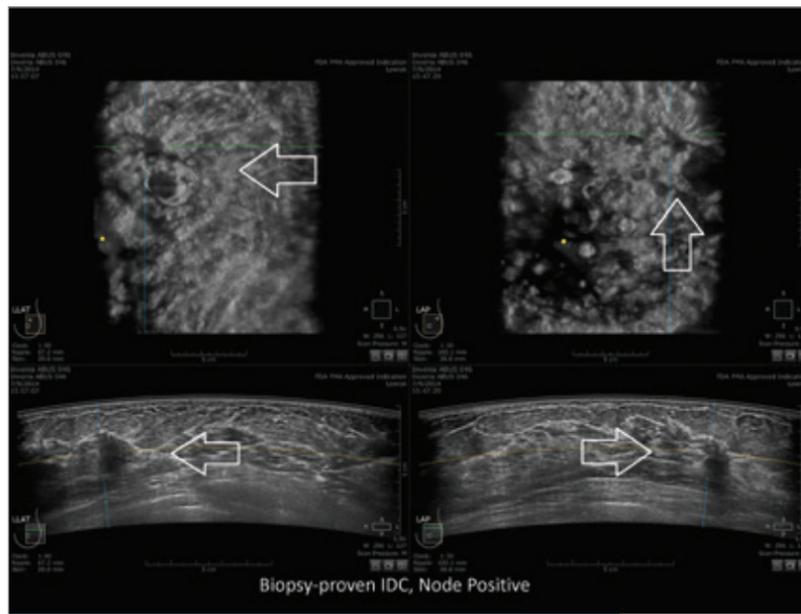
Lésion tumorale visualisée à l'échographie mammaire automatisée.
